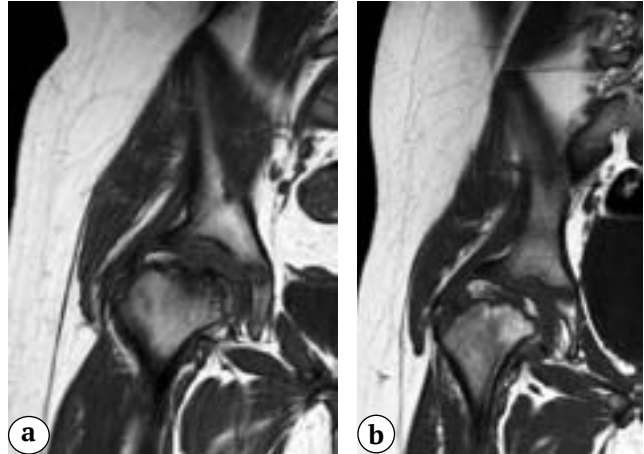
MR image of the acetabular rim position (marked with an arrow) in patients: a – values of Sharp and Tönnis angles are within the average physiological variation (a horizontal position); b – values of Sharp and Tönnis angles exceed the upper limit of the average physiological variation (a reverse vertical position)
